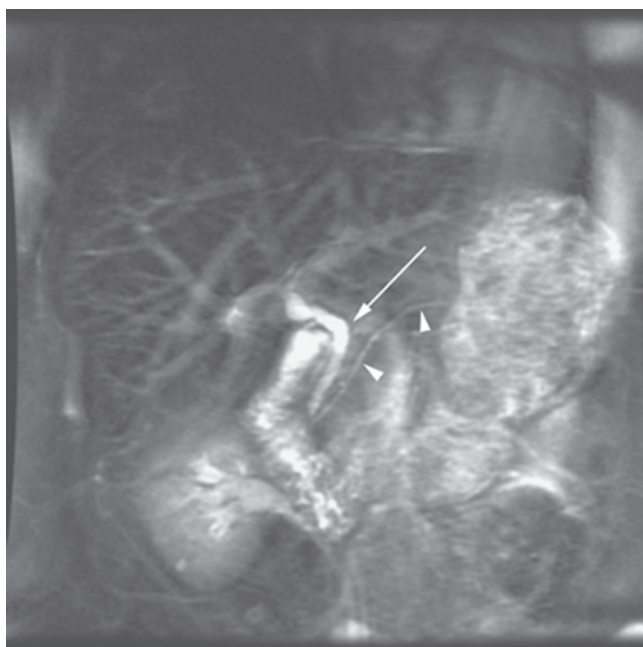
Colangiopancreatografía de resonancia magnética. Esta imagen muestra el trayecto de los conductos biliares extrahepáticos (*flecha*) y el conducto pancreático (*puntas de flecha*).
